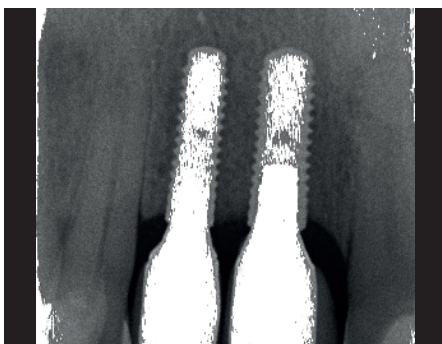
Radiografía intraoral después de 24 meses de la cirugía regenerativa. Los niveles óseos periimplantarios se mantuvieron.
